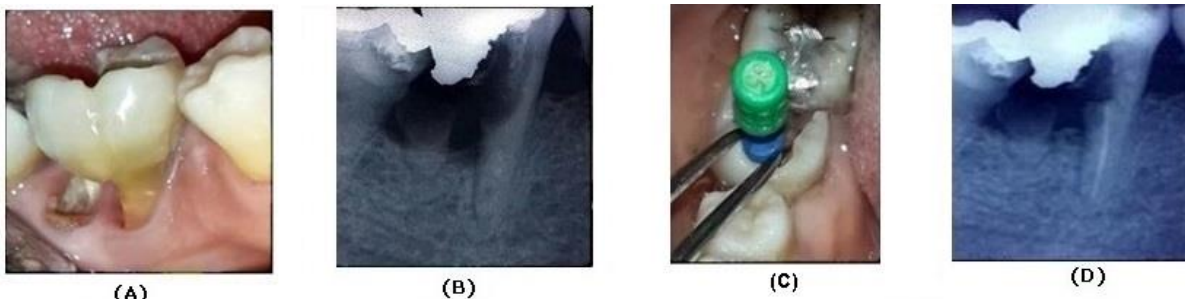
(A) Vista clínica, (B). Radiografía Inicial, (C). Instrumentación Estándar, (D). Radiografía final del tratamiento endodóntico
